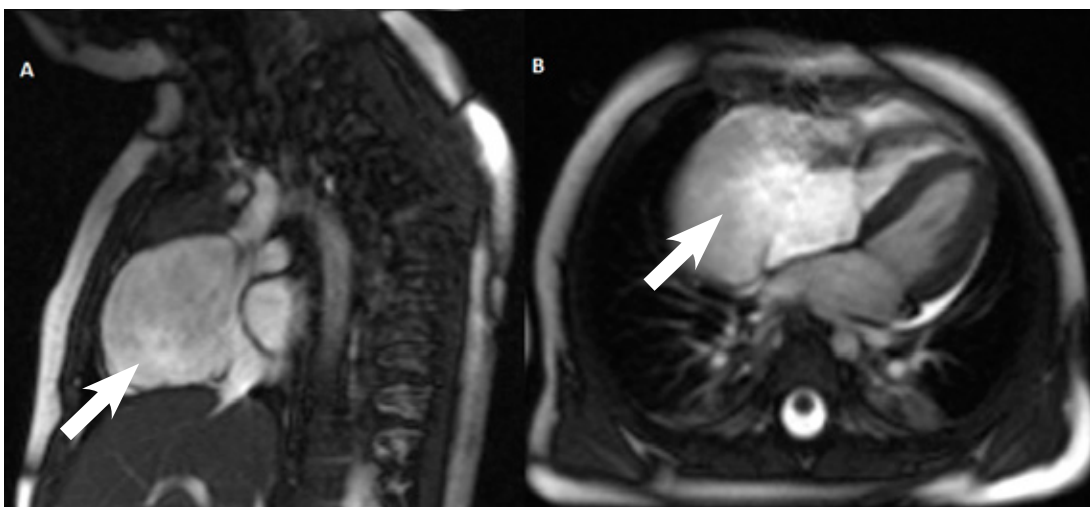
Resonancia nuclear magnética cardíaca. A y B. Aurícula derecha desproporcionadamente grande en comparación con el resto de las cámaras cardíacas
